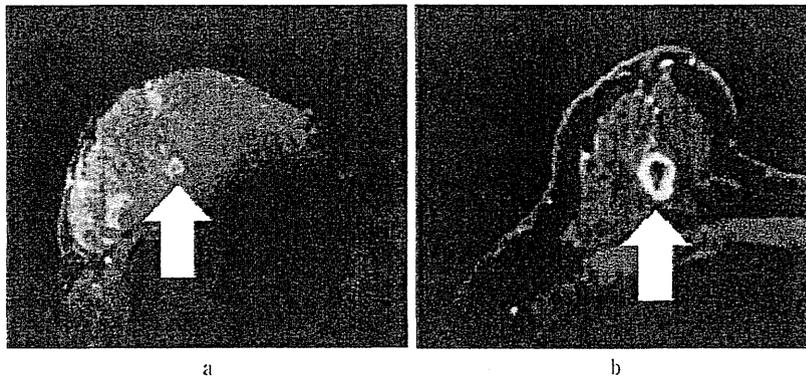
初回の乳腺造影MRI (a) と第二癌の乳腺造影MRI (b) の比較
